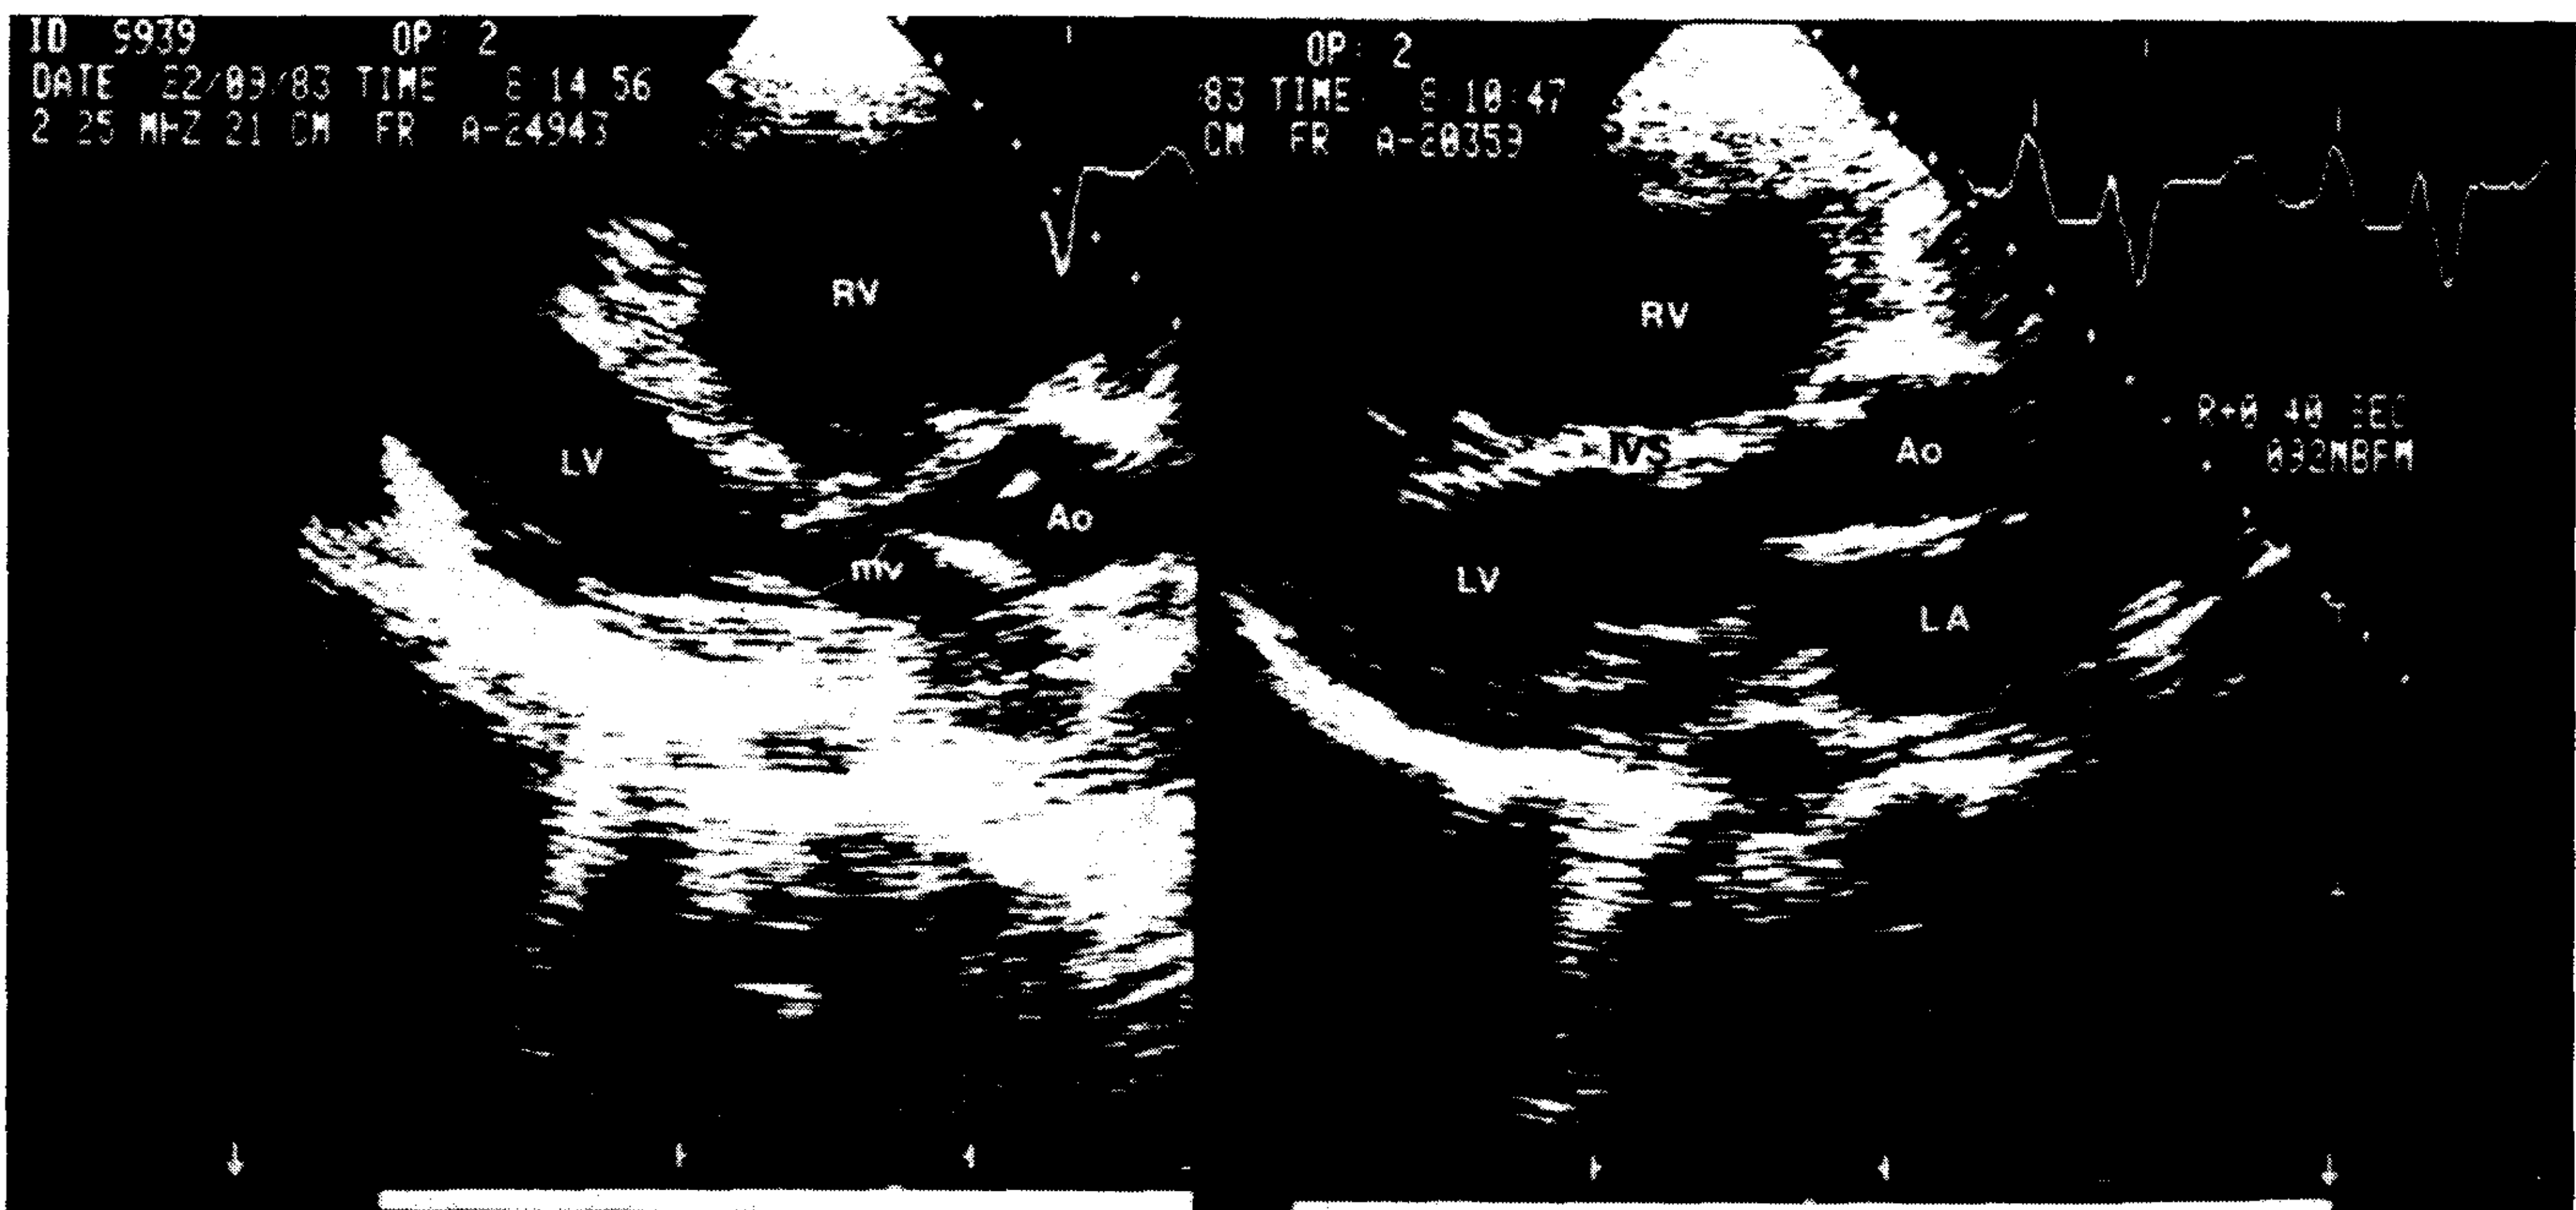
Ecocardiograma bidimensional. Plano eje largo paraesternal izquierdo. Izquierda en diástole y derecha en sístole. RV: cavidad ventricular derecha; LV: cavidad ventricular izquierda; mv: válvula mitral; AO: raíz aórtica; LA: aurícula izquierda.
